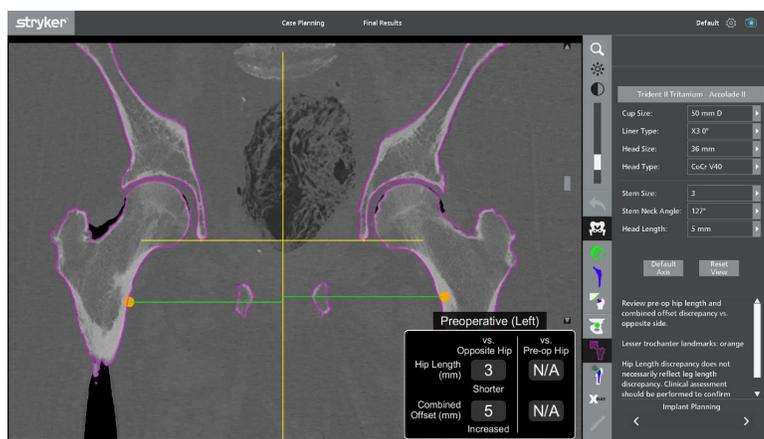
インプラント計画作成：CT ビューの涙痕最下部で選択した更新後 M/L 軸を示す術前モード画像
